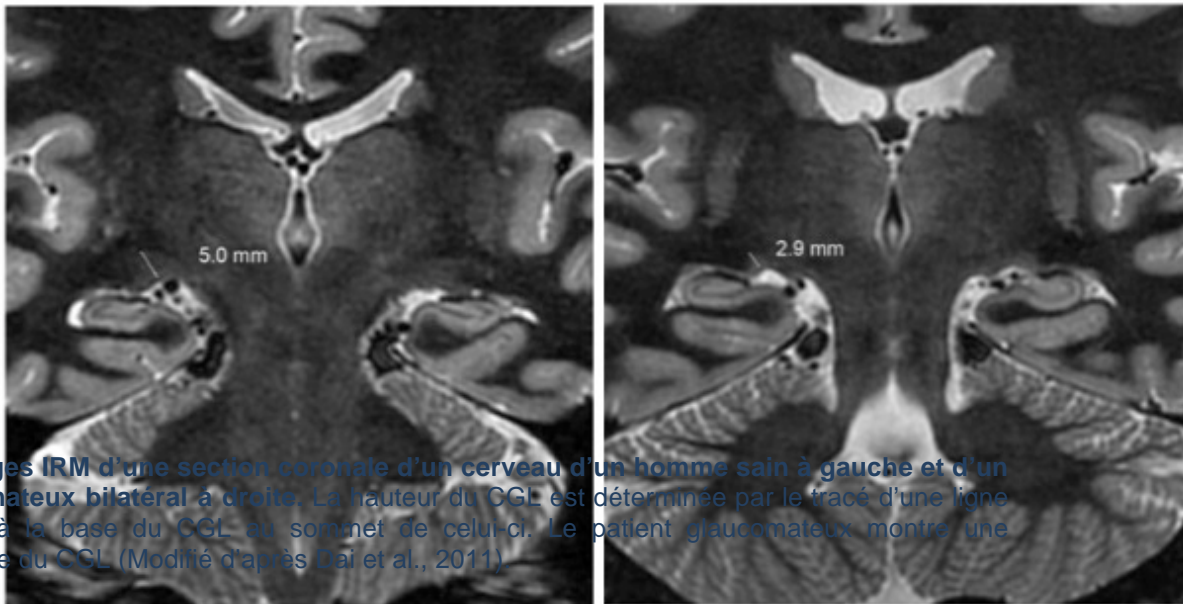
Images IRM d'une section coronale d'un cerveau d'un homme sain à gauche et d'un patient glaucomateux bilatéral à droite. La hauteur du CGL est déterminée par le tracé d'une ligne perpendiculaire à la base du CGL au sommet de celui-ci. Le patient glaucomateux montre une atrophie bilatérale du CGL (Modifié d'après Dai et al., 2011).
